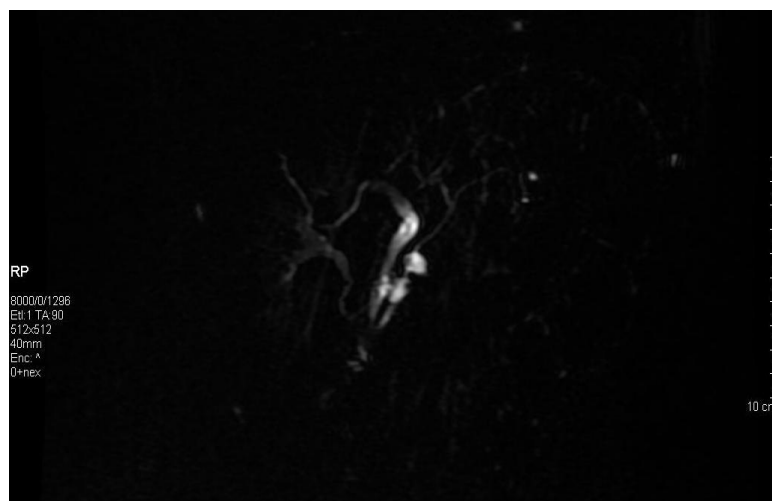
La CW-RM mostra a livello della testa del pancreas due formazioni fluide, di pertinenza dei dotti secondari (IPMN tipo II), entrambe di \varnothing 1,4 cm, pluriconcamerate, munite di sottile colletto di connessione con il dotto di Wirsung. L'esame istologico definitivo dopo DCP secondo Traverso-Longmire rivelerà trattarsi di carcinoma in situ.
